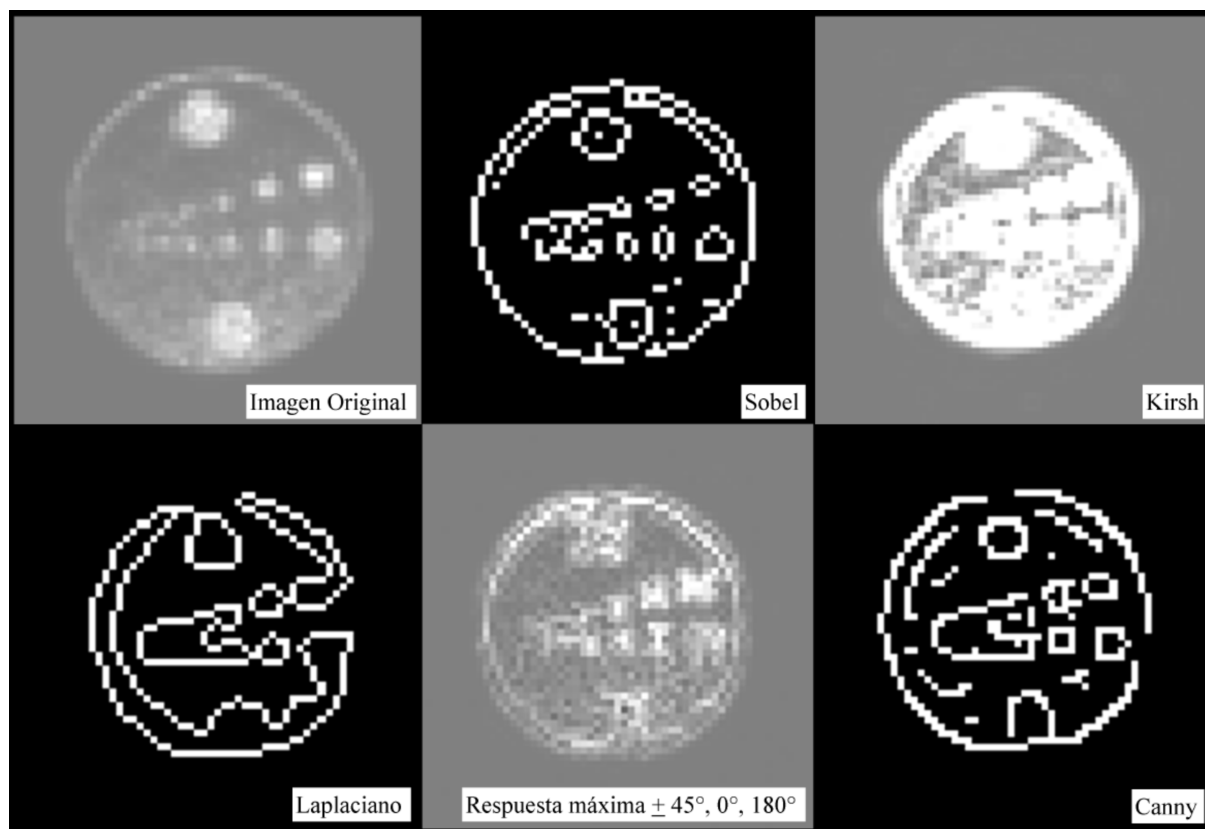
Resultado de la segmentación y detección de bordes de la imagen PET de la figura 3.2 mediante las máscaras de Sobel, Kirsh y Laplaciana. Además, filtrado de la imagen por medio del método de Canny y de respuesta máxima a las cuatro máscaras de realce de bordes en direcciones horizontal, vertical y oblicuas a $\pm 45^\circ$.
